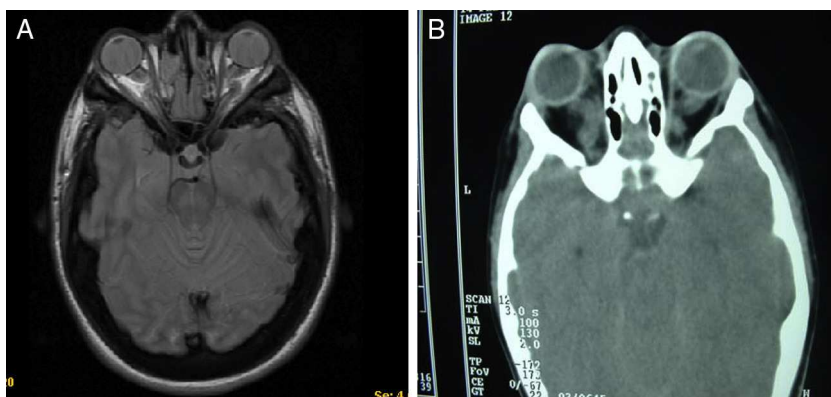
A y B) Imágenes de TAC y RM, en (A) se aprecia un aumento de densidad ósea generalizada, protrusión ocular izquierda, con efecto masa intraorbitario dependiente del techo orbitario y elongación de ambos nervios ópticos; y en (B) se aprecia masas redondeadas intra y extraconales bilaterales de predominio izquierdo, con efecto masa sobre músculo recto superior (encefalocelo frontoorbitario izquierdo).
